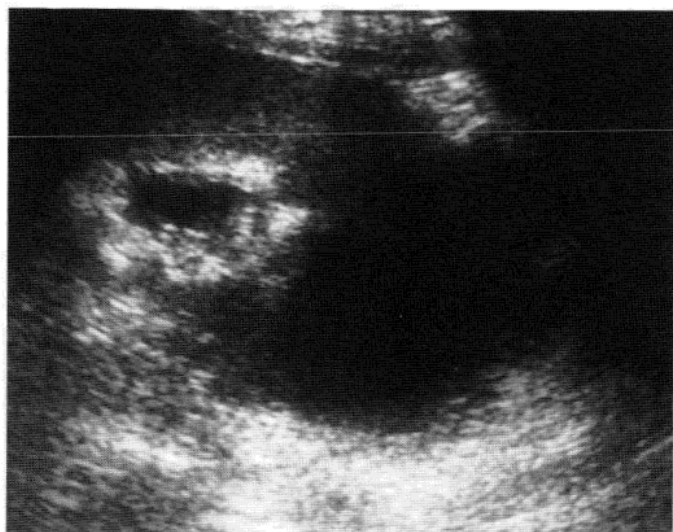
尿痿的超声表现。超声纵向图显示临近移植肾下极的尿性囊肿表现为边界清楚的无回声区，压迫输尿管引起轻度的肾盂积水。
